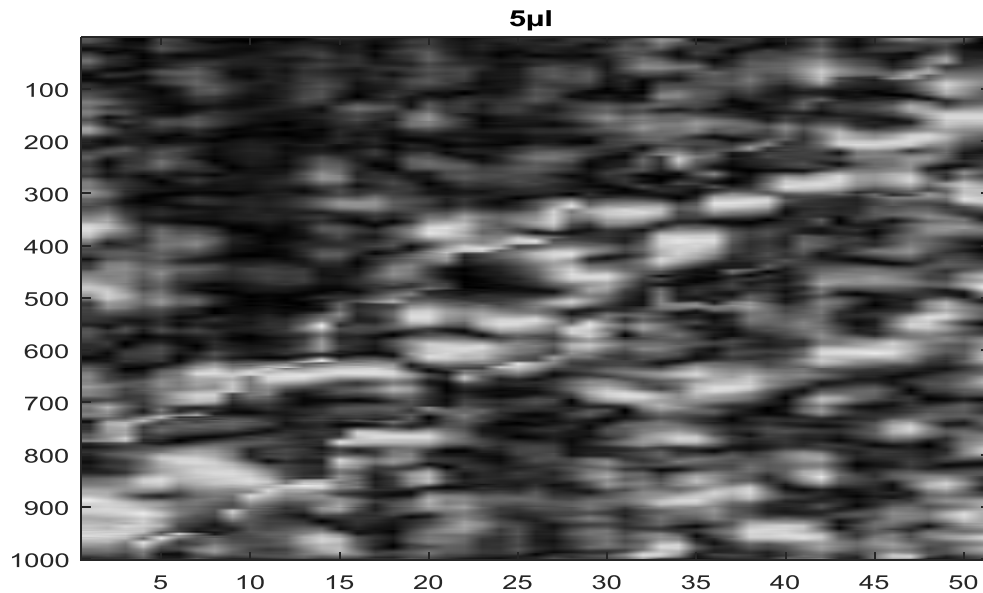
Figure A - 6: Image échographique normalisée de 5 μ l.
